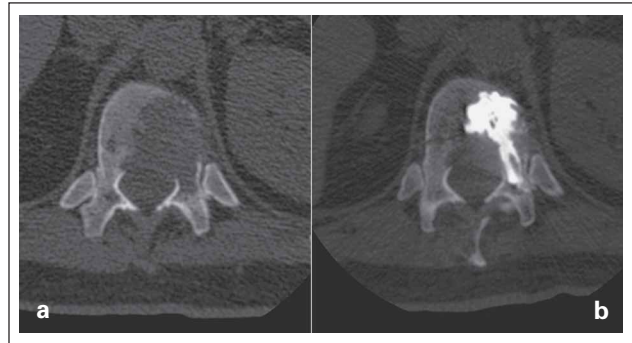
Fallbeispiel 2: Neoplastische Osteolyse – Thymometastase. (a) Präinterventionelle CT mit ausgedehnter Hinterkantenbeteiligung. (b) Sichere, zentrale Zementeinbringung in der postinterventionellen Kontroll-CT.
